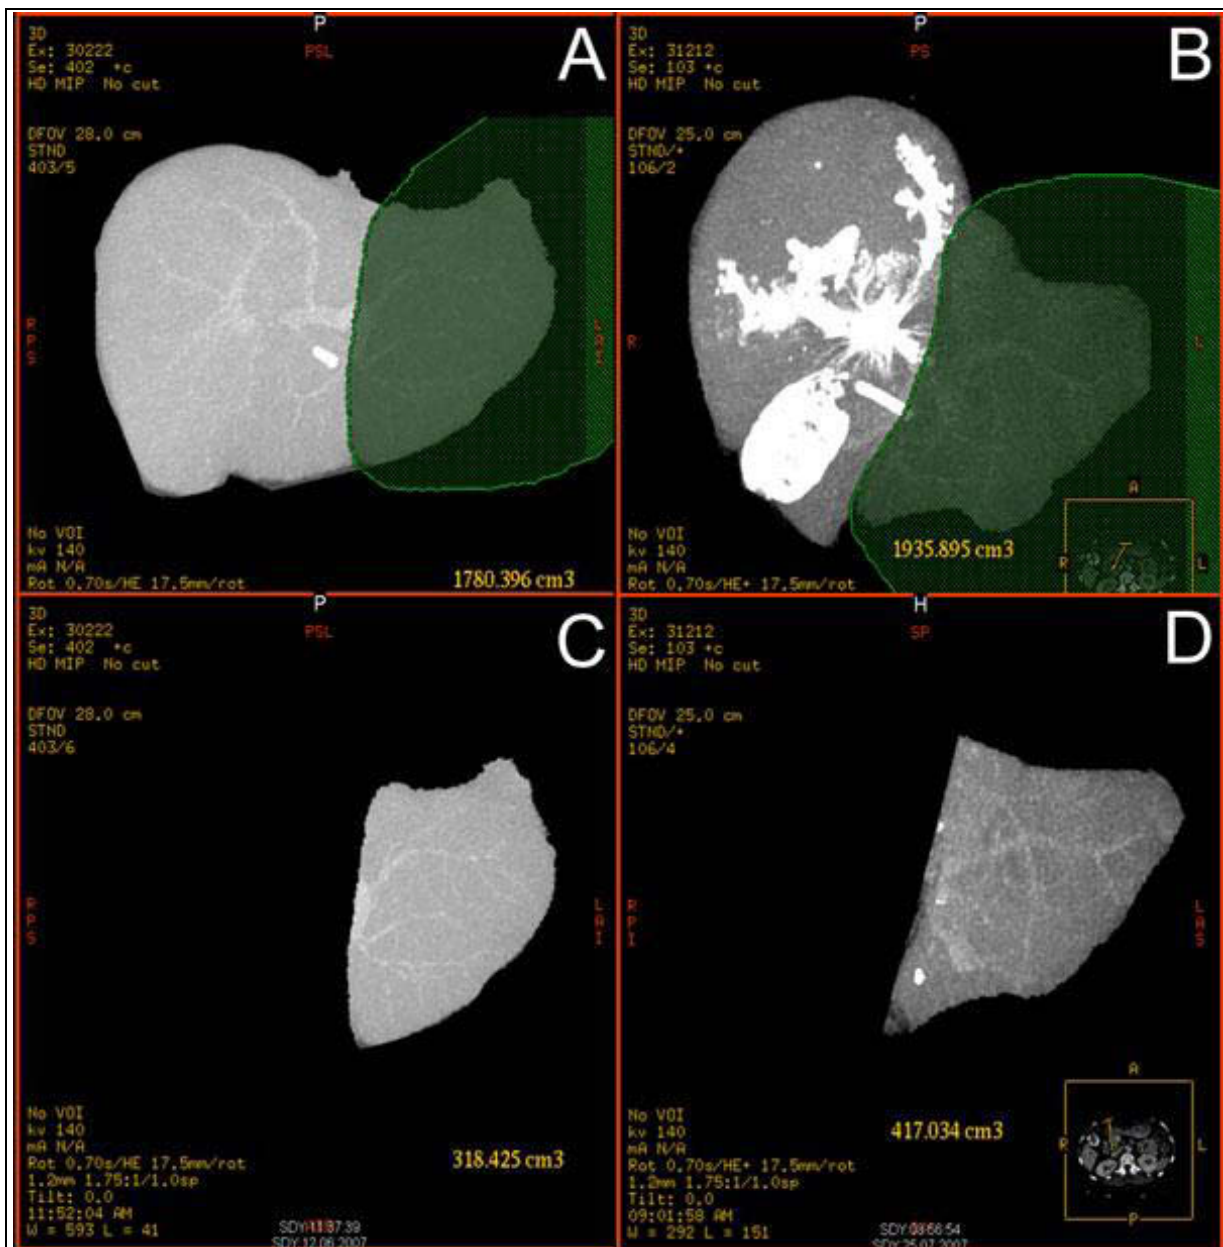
CT-Darstellung, Pfortaderembolisation wegen Gallenblasen-Ca.
